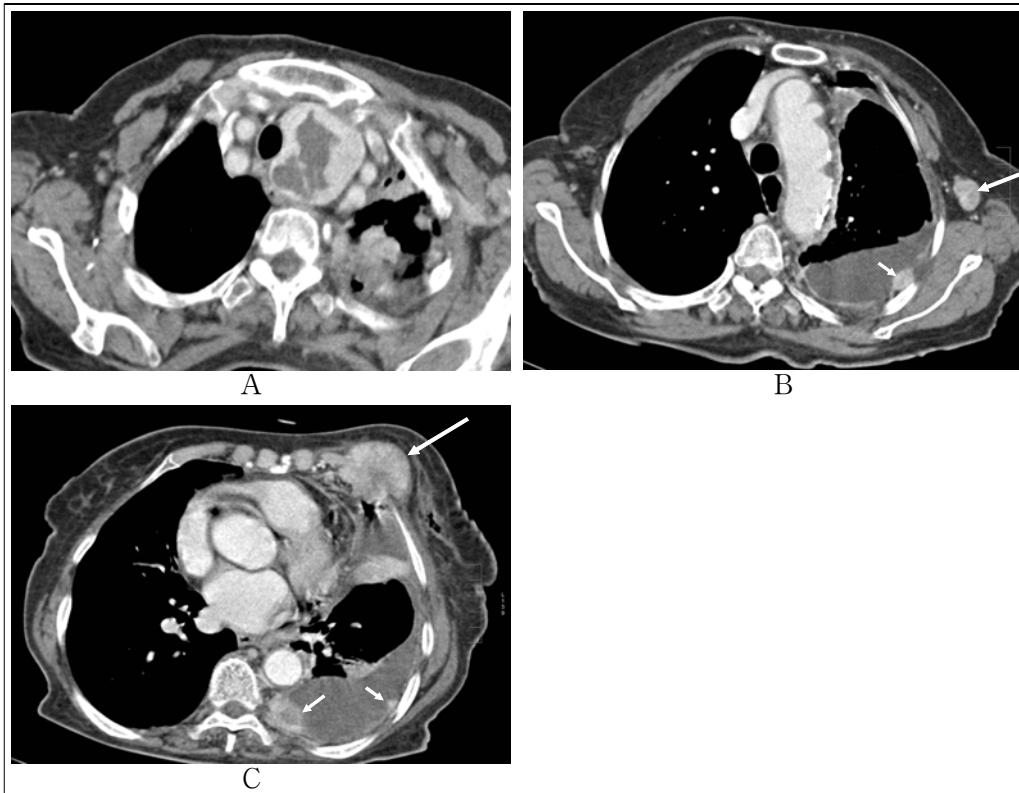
Chest CT shows a highly enhancing left thyroid mass with central low density (A), enlarged left axillary lymph node (large arrow) and pleural effusion with enhanced pleural nodule (small arrow) (B), and large left anterior chest wall mass with lung invasion (large arrow) and pleural nodules (small arrows) (C).
